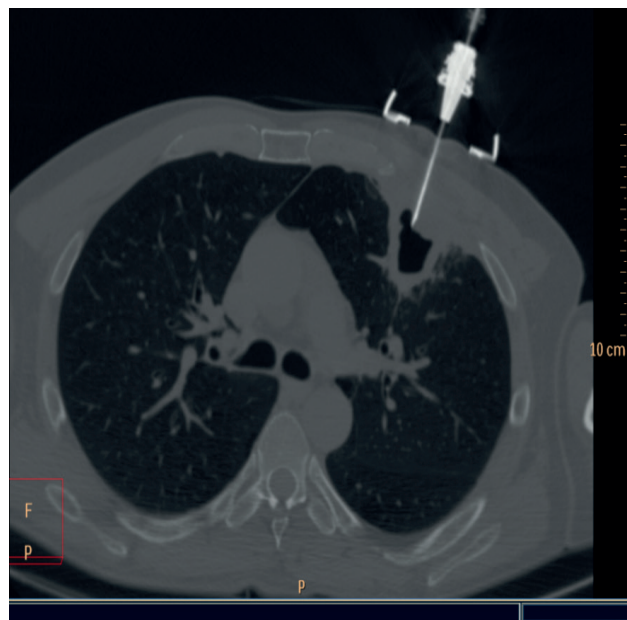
Компьютерный томографический контроль введенной иглы.
